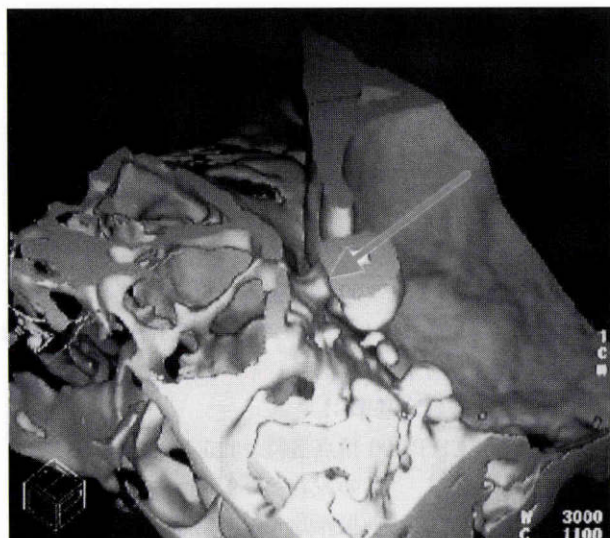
ヘリカル computed tomography(CT)を用いた
